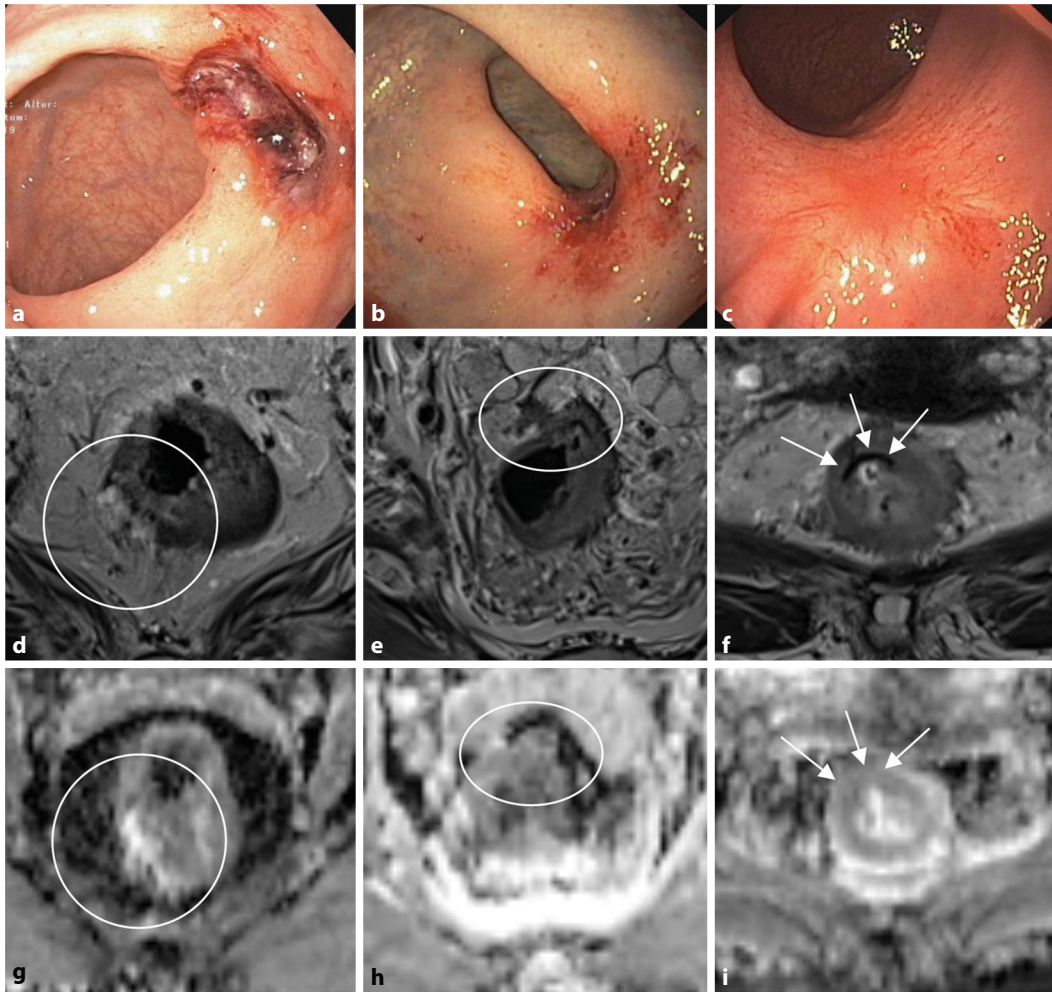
◀ a, d, g „Poor clinical response“; b, e, h „near complete clinical response“; c, f, i „complete clinical response“. a–c Endoluminale Ansicht auf Tumor/Narbe nach neoadjuvanter Therapie. a Deutlich sichtbarer Tumor; b Wand- und Schleimhautunregelmäßigkeiten; c verbliebene Narbe. d–f Hochaufgelöste T2-gewichtete Magnetresonanztomographie (MRT); d Resttumor mit hohem T2-Signal bei teils muzinöser Differenzierung; e überwiegend narbiger Restbefund mit narbiger perirektaler Ausziehung bei 12 Uhr Richtung Samenblasen; f signalarme residuelle Narbe (Pfeile) ohne Nachweis von Resttumor. g–i ADC („apparent diffusion coefficient“)-Karten der diffusionsgewichteten MRT-Bildgebung; g hohes ADC-Signal bei muzinösem Tumorrest; h keine eindeutigen diffusionsgestörten/ADC abgesenkten Areale; i komplett unauffällige ADC-Karte (Pfeile) ohne verbliebene Diffusionsstörung
